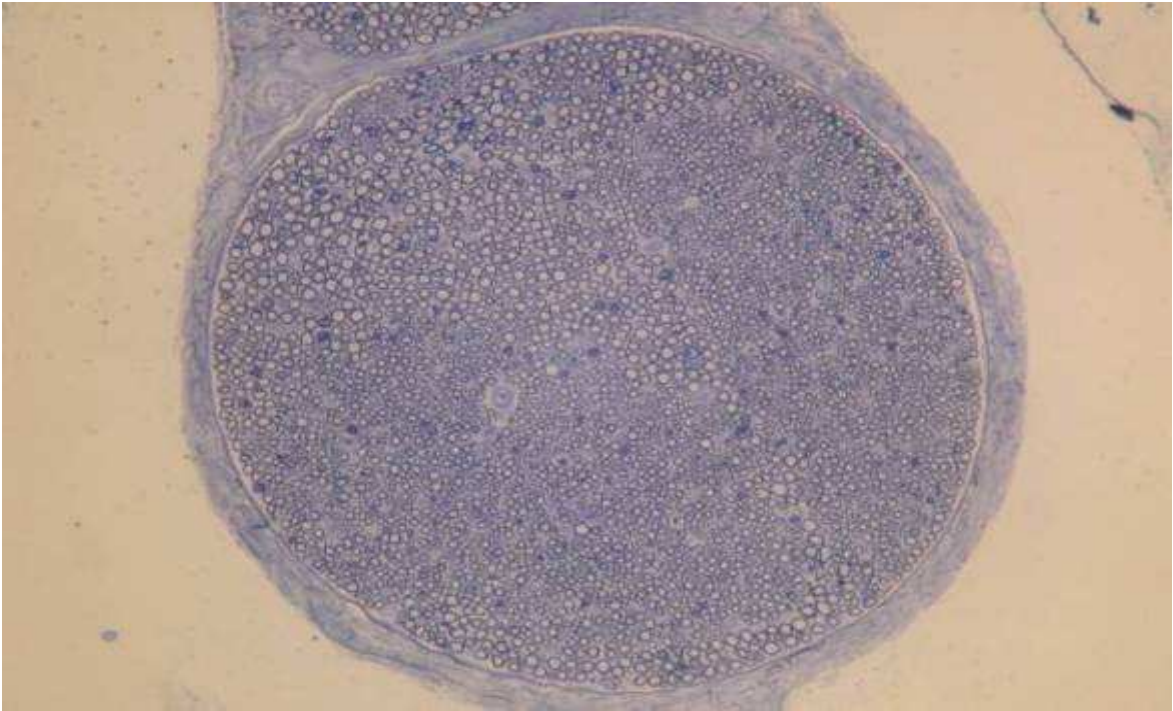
TK grubuna ait sinirin ıřık mikroskobu gűrűnűmű ( X 1000, toluidin mavisi)
